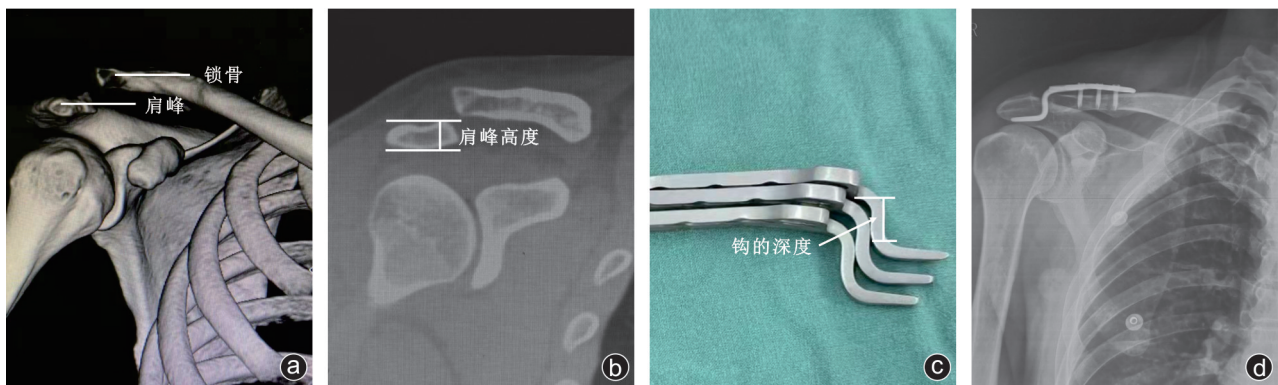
病人,男,32岁,摔伤致右肩部疼痛,活动受限,受伤1天后来我院住院治疗 a:CT的三维重建,诊断为右肩锁关节脱位,拟用锁骨钩钢板行右肩锁关节切复内固定术;b:术前CT冠状面,在冠状面上取肩峰最厚处测量肩峰的高度;c:术中选择钩钢板钩端的深度;d:术后8个月随访时,病人肩部不适,疼痛,肩关节外展及上举受限,诊断为SIS;d:术后X线片,可明显看到钩钢板钩端占用肩峰下间隙
